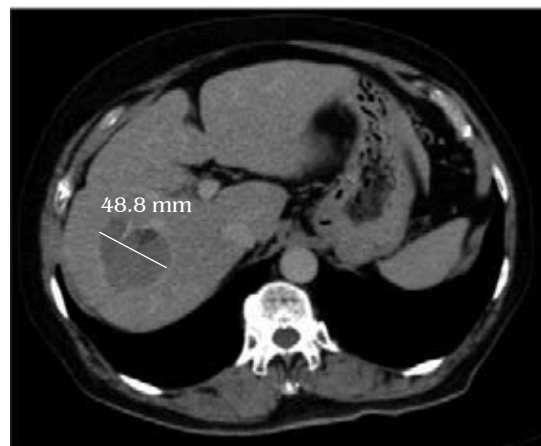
Tomografía fase simple, se aprecia el tamaño de la lesión hepática en los segmentos VI, VII y VIII. El tejido hepático circundante es normal.
